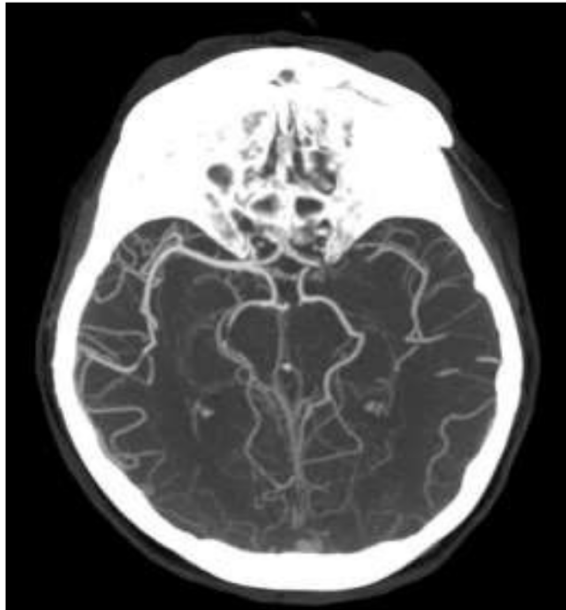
Angio TC Poligono di Willis.
